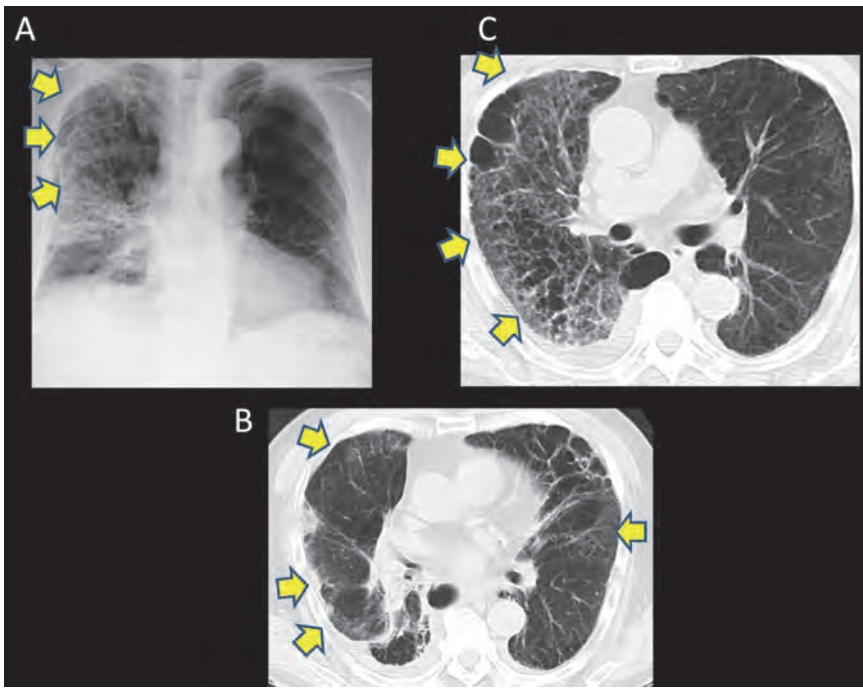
呼吸苦悪化時の胸部単純X線写真(A)および薬物投与後4日目のCT画像(B)(C)。胸部X線では照射外である右上肺野の濃度上昇を認める(A)。サクシゾン投与後4日目の胸部CTでは線維化がみられるSBRT照射範囲の周囲の肺野の濃度上昇が見られる(B)。照射野上方のスライスでは右肺野全体に線維化とすりガラス状の濃度上昇を認める(C)。
